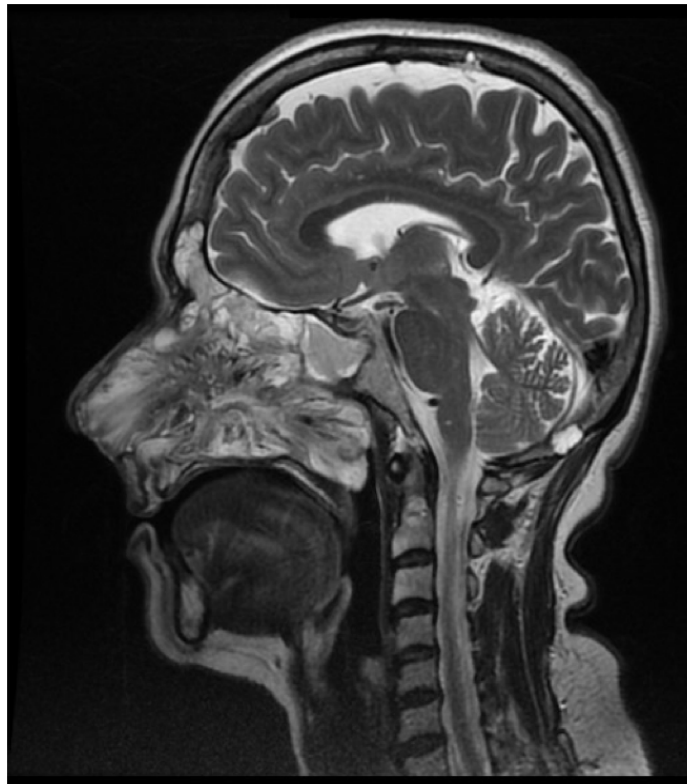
RMN de MCF. Secuencia T2 serie sin contraste endovenoso. Corte sagital. Extensión a senos paranasales, fosas nasales, Cavum y coanas.
